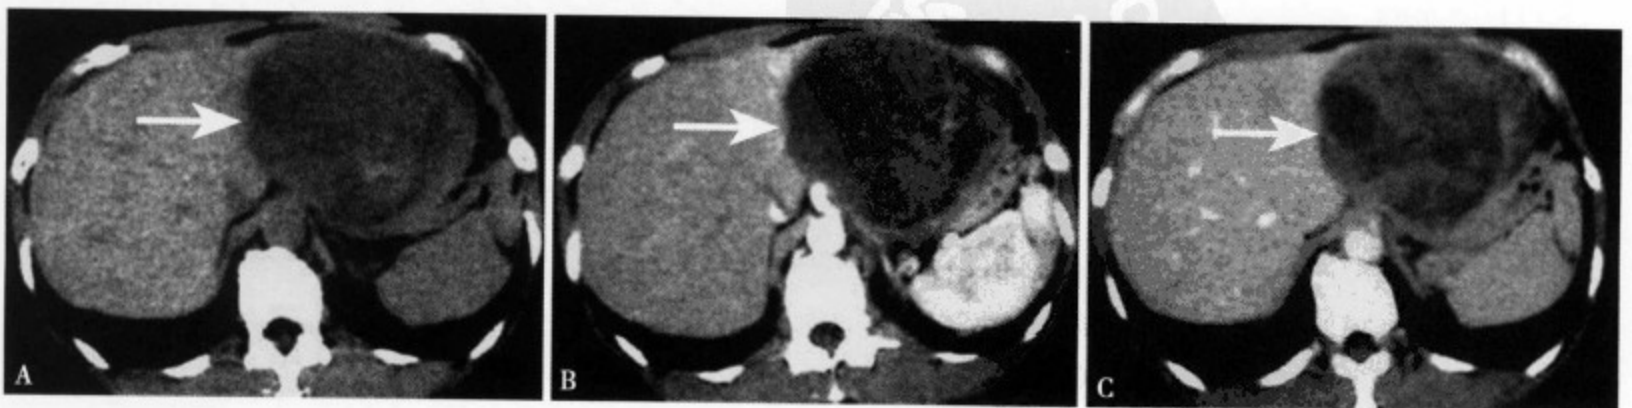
CT 平扫 (A) 肝左叶显示一巨大圆形低密度肿块，边缘光整清楚，内部密度欠均匀；增强 CT 动脉期 (B) 病灶边缘部及中心显示不规则形轻度强化；静脉期 (C) 肿瘤内部可见不规则形、斑片状轻~中度强化
